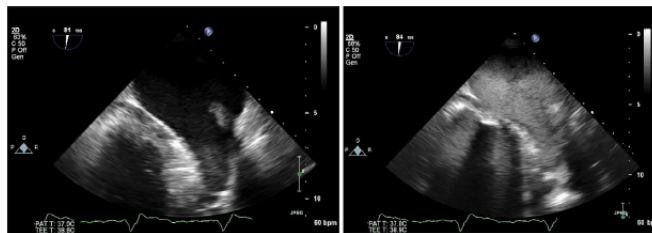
Ecocardiograma transesofágico antes (izquierda) y después (derecha) de una inyección en bolo de agente de contraste transpulmonar para confirmar que la masa dudosa en orejuela izquierda (LAA) era solo contraste espontáneo. Las microburbujas IV llenan completamente la LAA (derecha). (Ver video 10; disponible en www.onlinejase.com).
